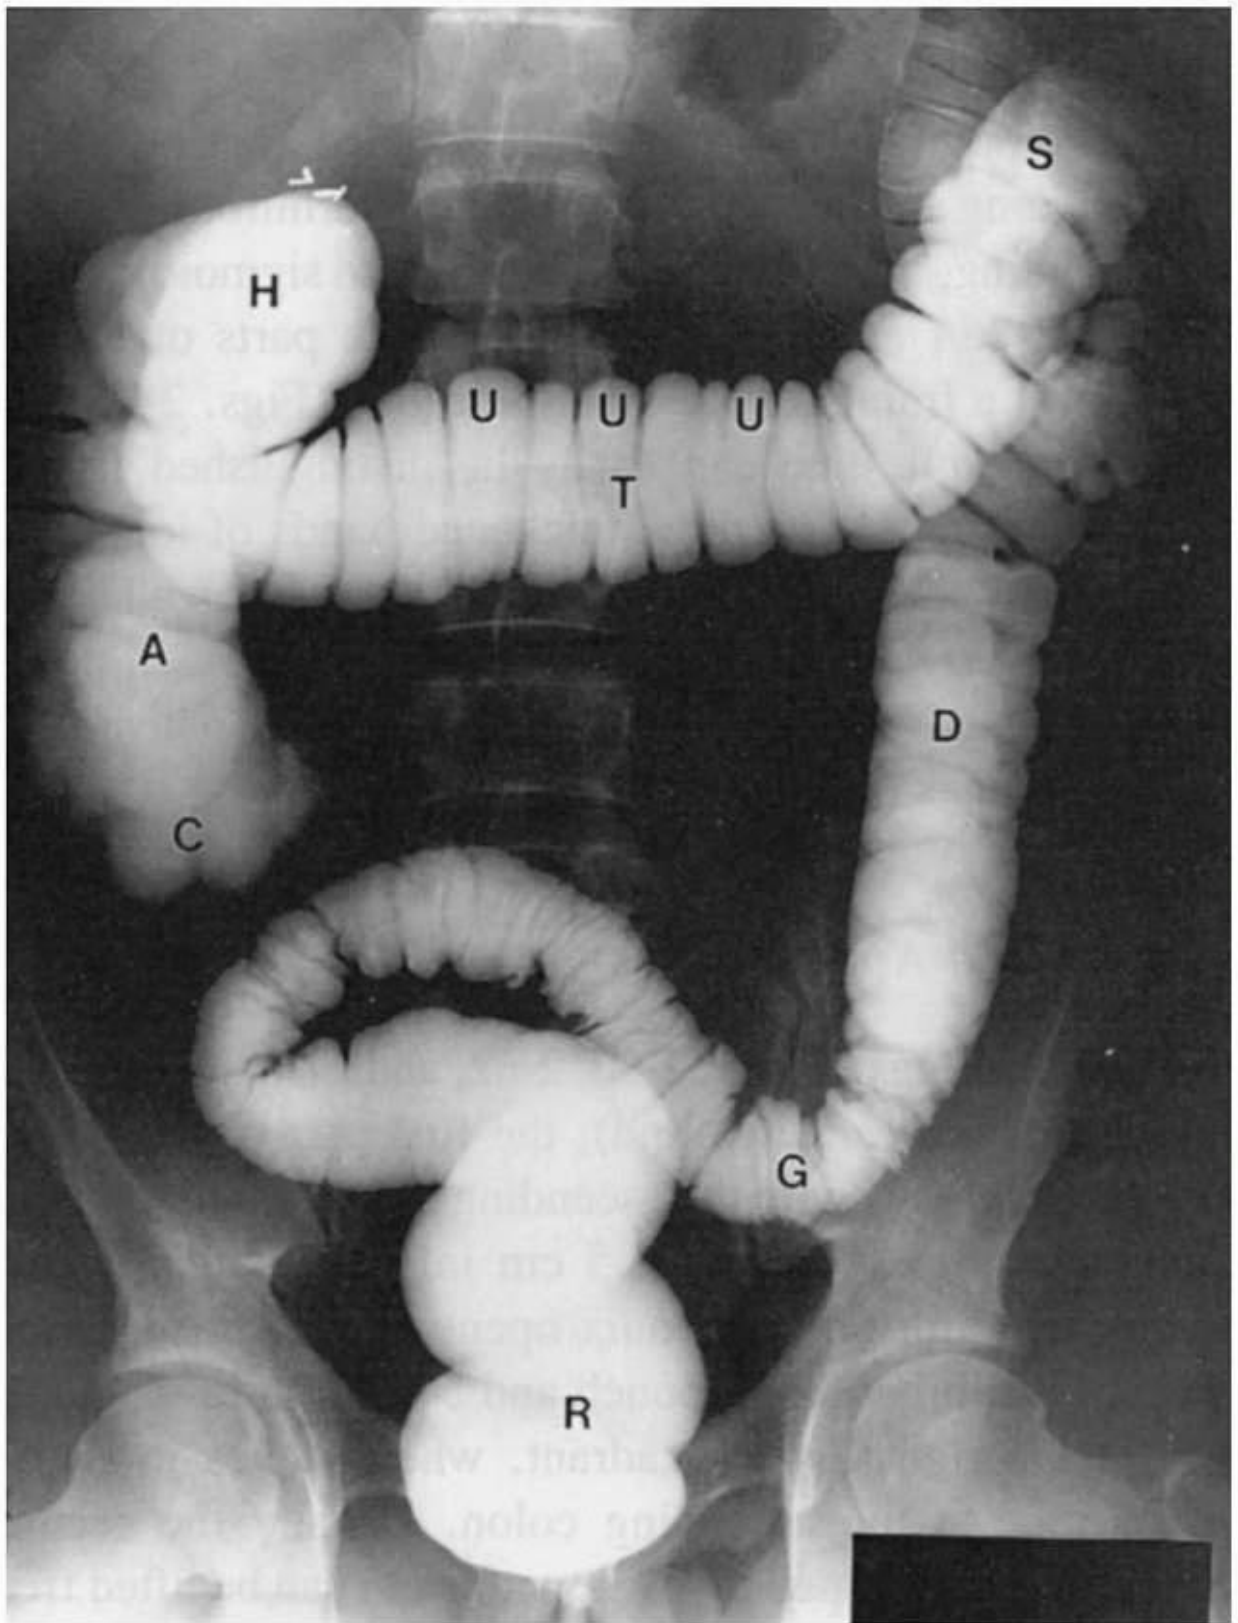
Radiographie de l'abdomen après un lavement baryté. C) caecum, A) colon ascendant, H) angle hépatique, T) colon transverse, S) angle splénique, D) colon descendant, G) colon sigmoïde, R) rectum, U) haustrations du colon. Reproduction autorisée de Moore, KL.
